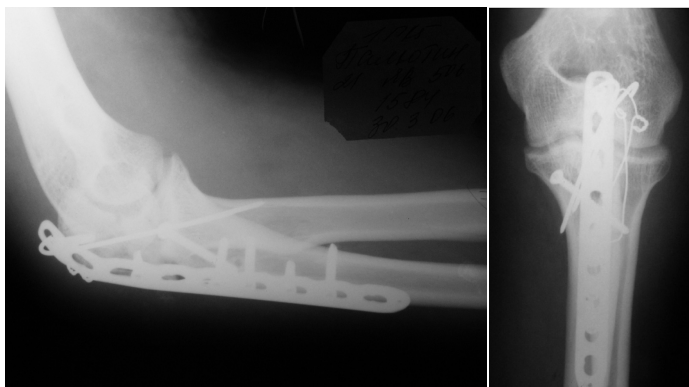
Рентгенограммы после остеосинтеза локтевой кости.
